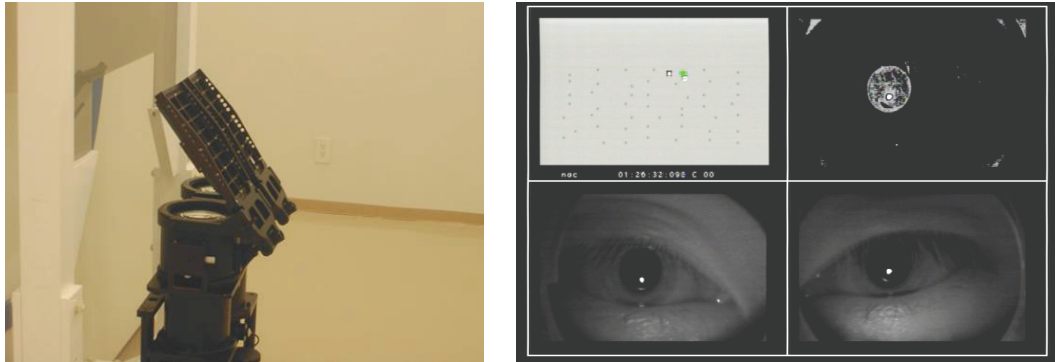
MRI 対応眼球運動計測システム 赤外線カメラ (左)と眼球運動モニタ画面 (右)
